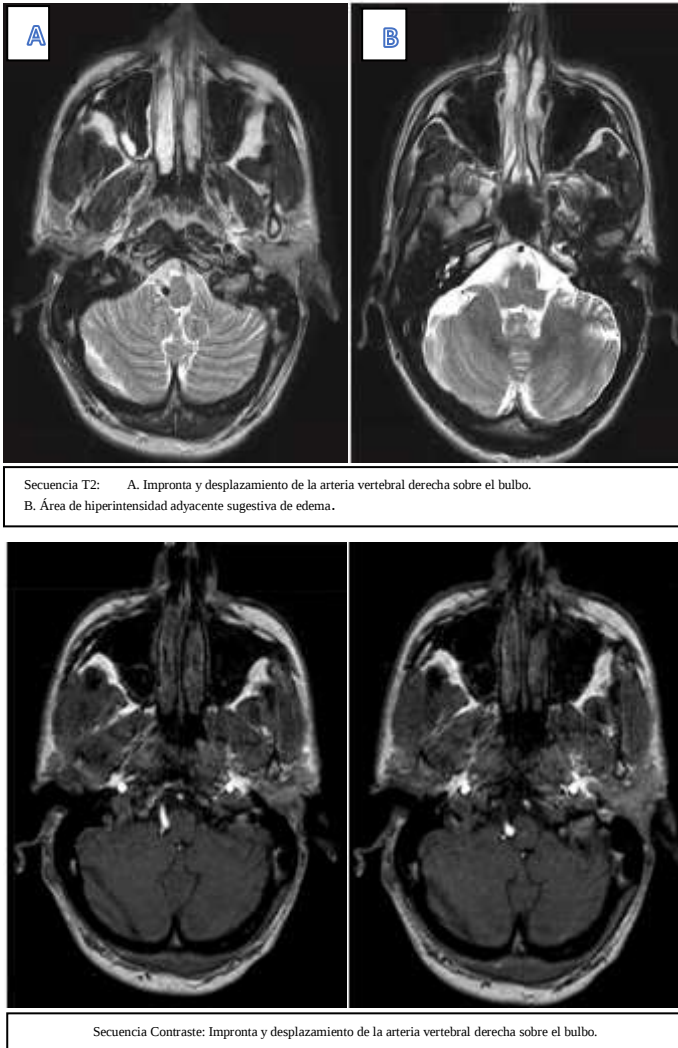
RM cerebral diagnóstica.
